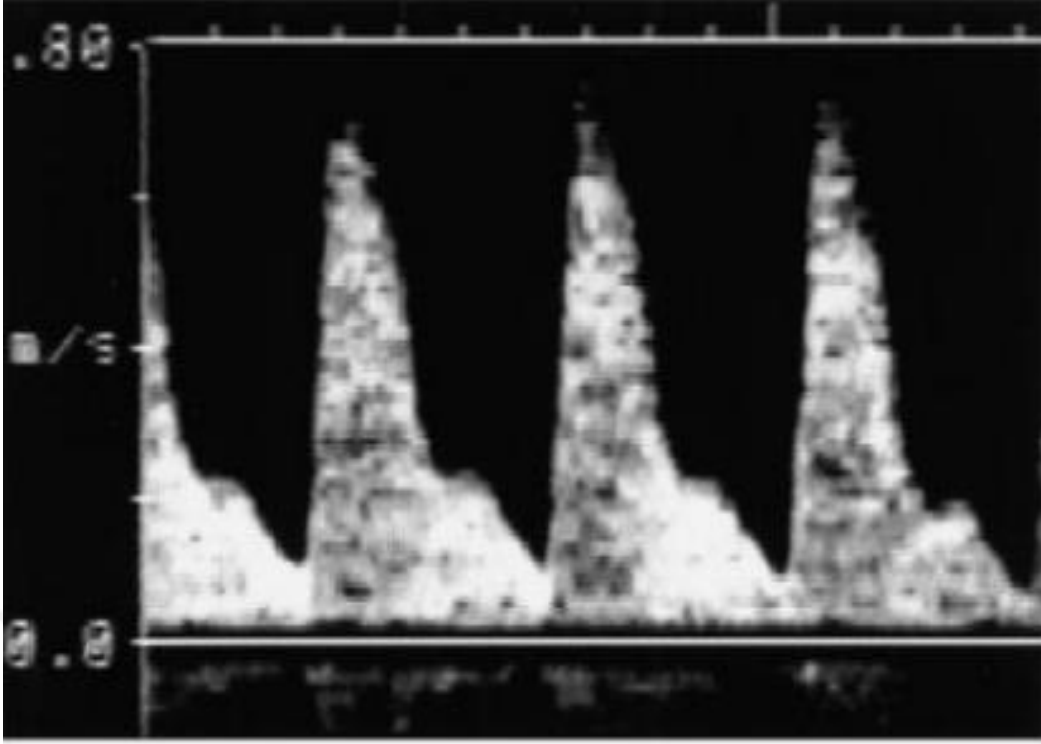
UmA'da doppler paternleri. A- Patoloji oluşmayan UmA doppler paterni B- rezistans artması sonucu end diyastolik akımda düşme C-Patolojinin ilerlemesi ile end diyastolik akımda yokluk ve geriye dönme (Kenneth JL, Hauth JC, Bloom SL Cunningham FG, Spong CY, Rouse DJ. Williams Obs. 23rd ed. 2010'dan alınmıştır)
